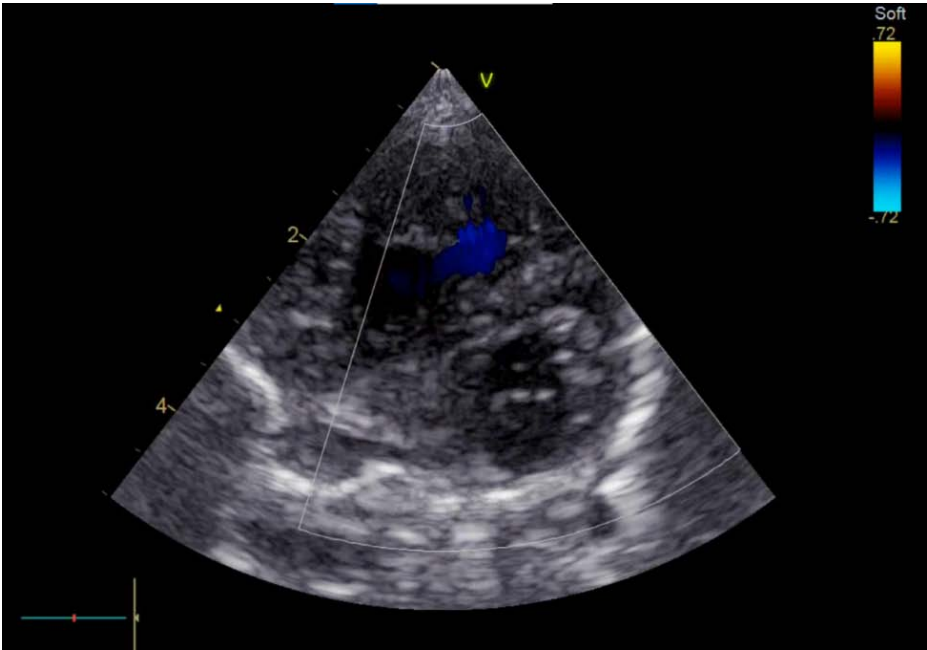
Image échographique d'une CIV large avec dilatation de l'artère pulmonaire témoignant d'une HTAP sévère.
